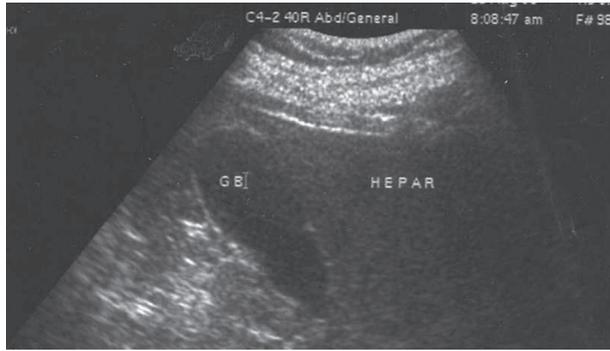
УЗИ ЖП 6-ной С. 10.05.2004 г.
